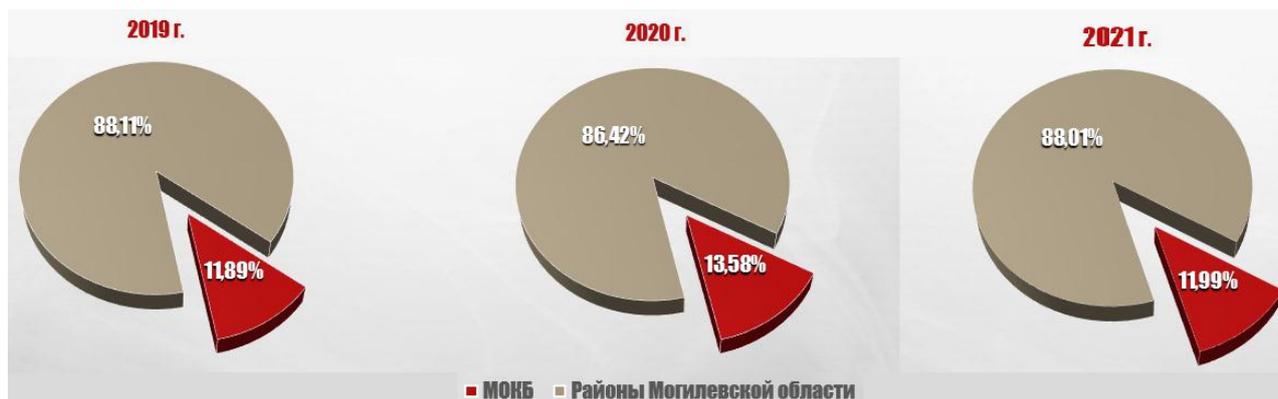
Структура рентгенодиагностических исследований ОГК у населения Могилевской области в 2019-2021 гг.
